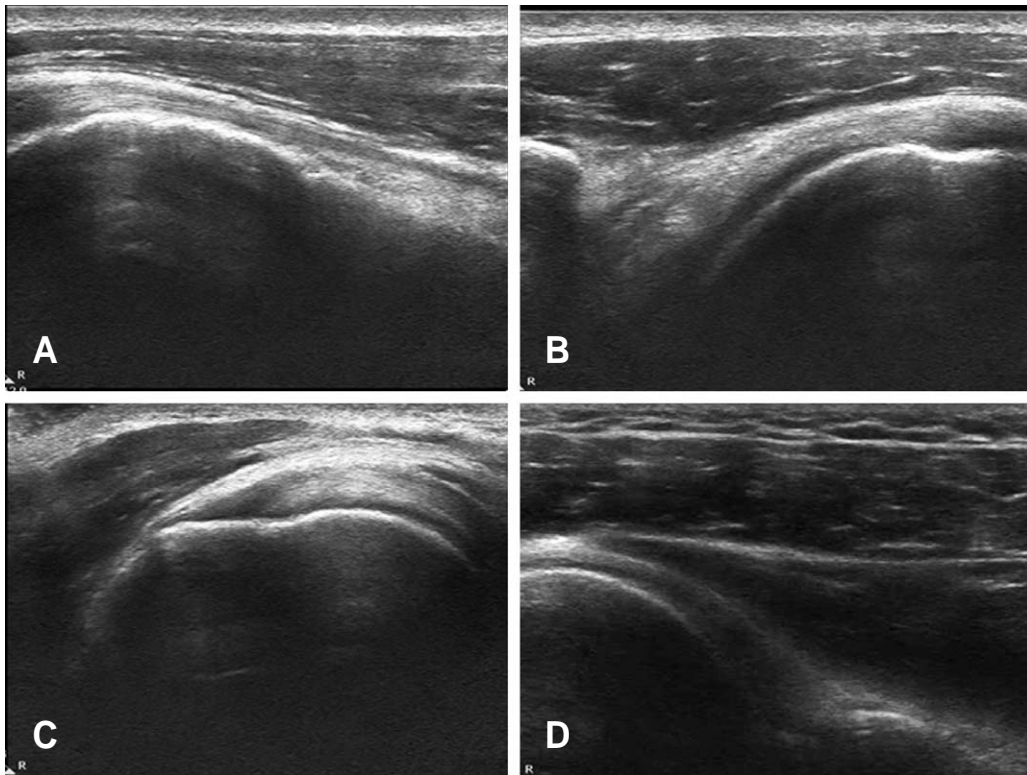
Normal ultrasonographic findings with longitudinal scan (A) Long head of biceps tendon. (B) Subscapularis tendon with external rotation (C) Supraspinatus tendon. (D) Infraspinatus tendon
